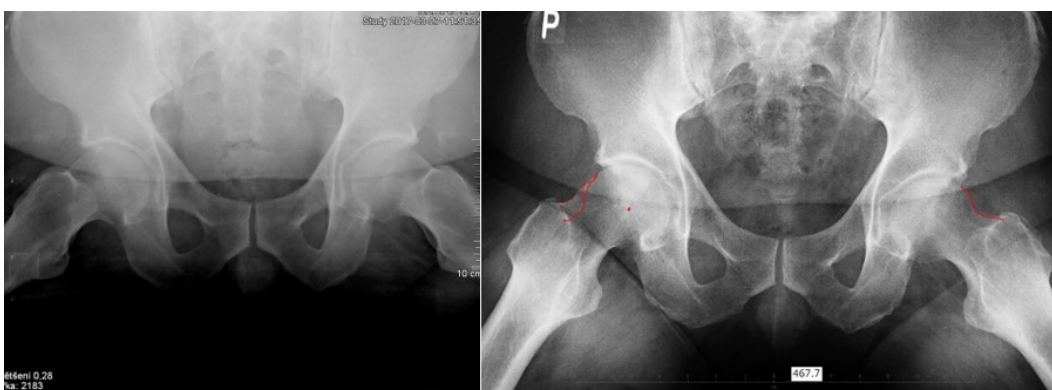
Pacient č. 2 – RTG axiál (Zdroj: archiv MUDr.Chládky); vlevo snímek před operací, vpravo snímek po operaci s červeně vyznačenou linií obnoveného offsetu hlávky femuru
